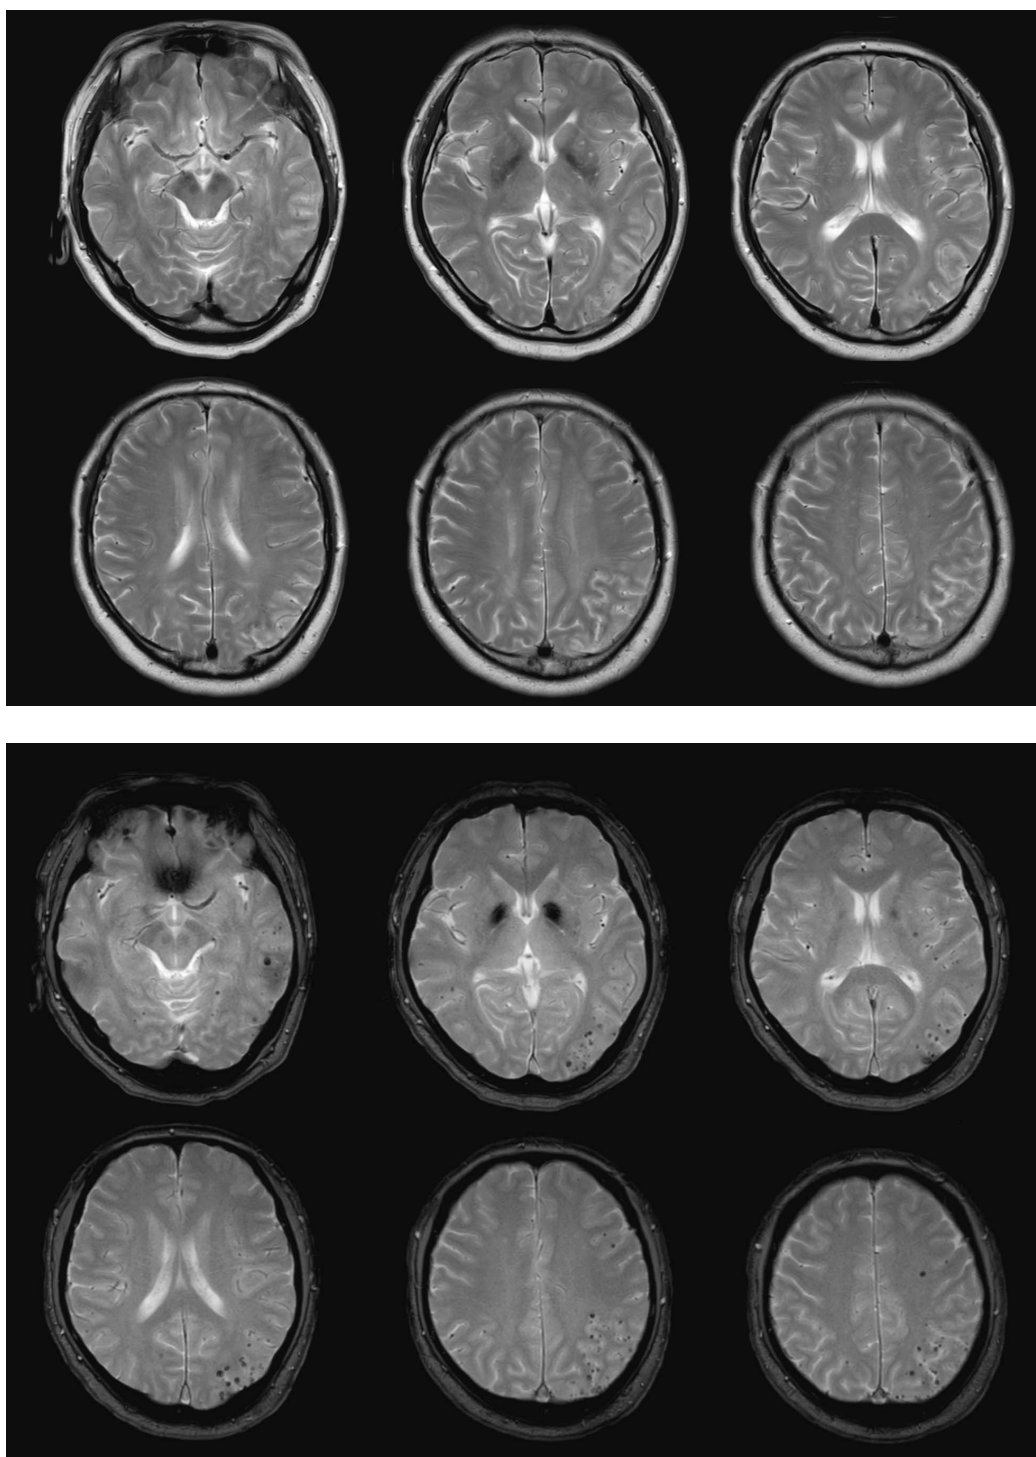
発症翌日の頭部 MRI 画像（上段から T2 強調画像, T2* 強調画像）
